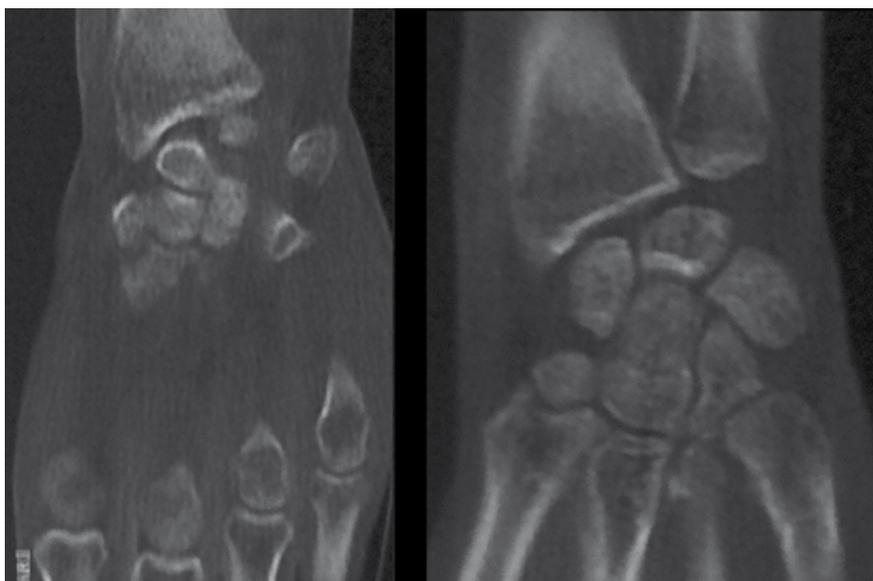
TAC que descreveu uma fratura coronal do osso ganchoso e da base do 4º metacarpiano.
